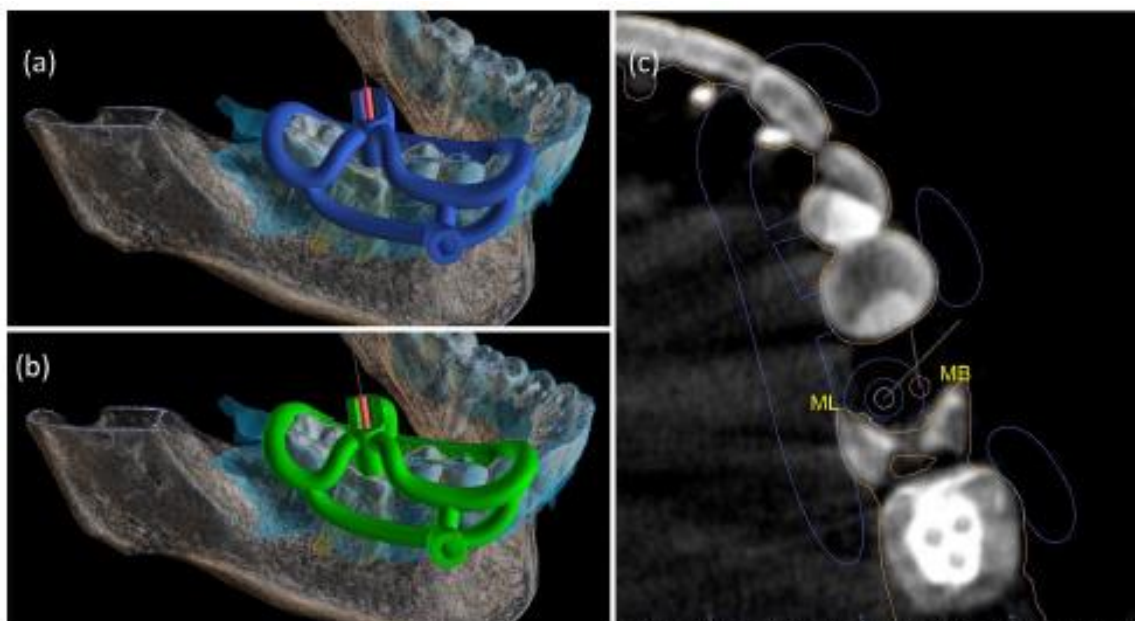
Ambas as guias MB e ML seguiram um conceito de design aberto. A imagem em azul-claro representa a área escaneada. A guia virtual ML com broca e guia (a). A guia virtual MB com a broca e a respectiva guia (b). A base de resina das guias metálicas foi projetada como um semicilindro para facilitar a inserção da broca. O topo serviu como referência para o comprimento da perfuração (a e b). A guia para o pino de fixação tinha a mesma posição para ambas as guias, evitando perfuração óssea desnecessária. Imagem de CBCT no plano axial com brocas virtuais e guia da guia ML (c).
